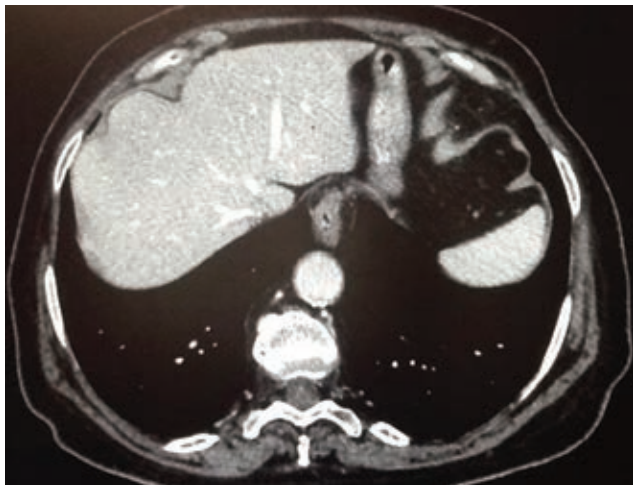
КТ-изображение диафрагмальной складки у пациента 78 лет.
